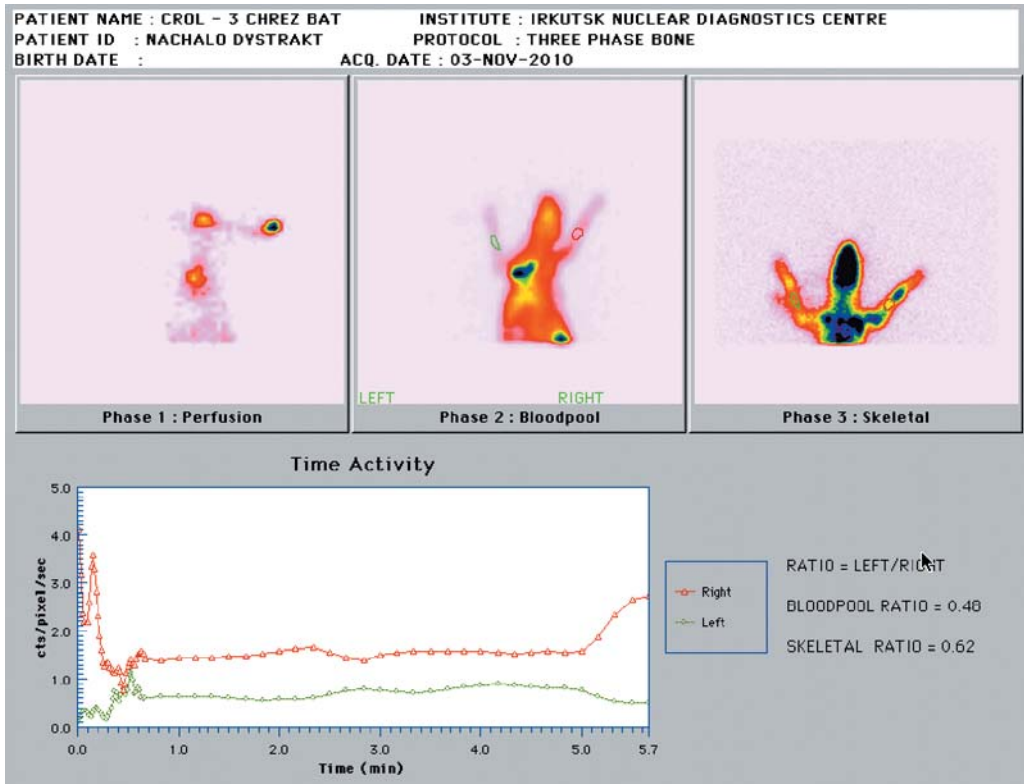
Остеосцинтиграмма после операции (кролик №20).
